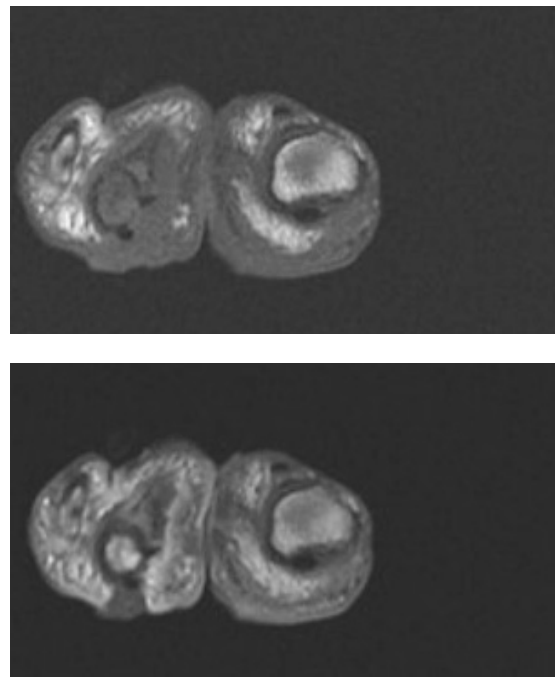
Corte coronal del antepie con secuencia T1 sin (a) y con (b) contraste intravenoso. Signos típicos de osteomielitis con úlcera cutánea, fistula y alteración de señal de la médula ósea que realza con contraste. Fue confirmada con SPECT-TC y cirugía.
